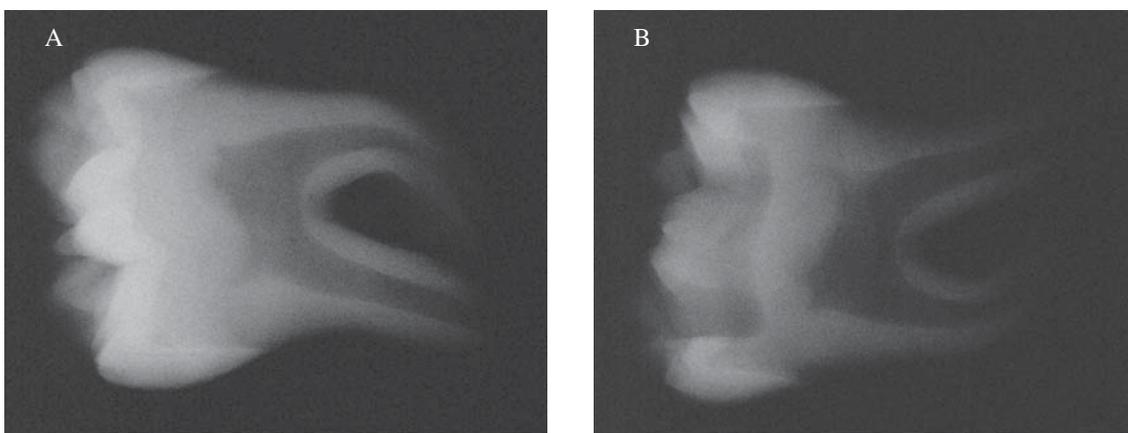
A) radiografia inicial do dente hígido; B) radiografia após o término do preparo cavitário mostrando a padronização de cavidade média.
